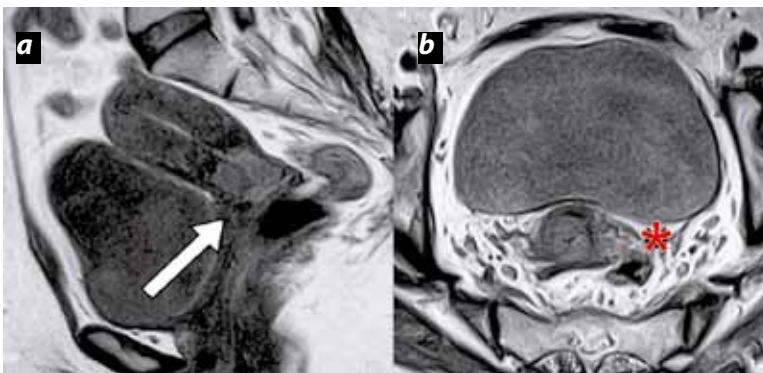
CCU estadio IIB. RM de alta resolución, (a) corte sagital y (b) corte axial, muestran lesión cervical de alta intensidad (flecha larga), con invasión parametrial, sin compromiso de pared pelviana (asterisco).
